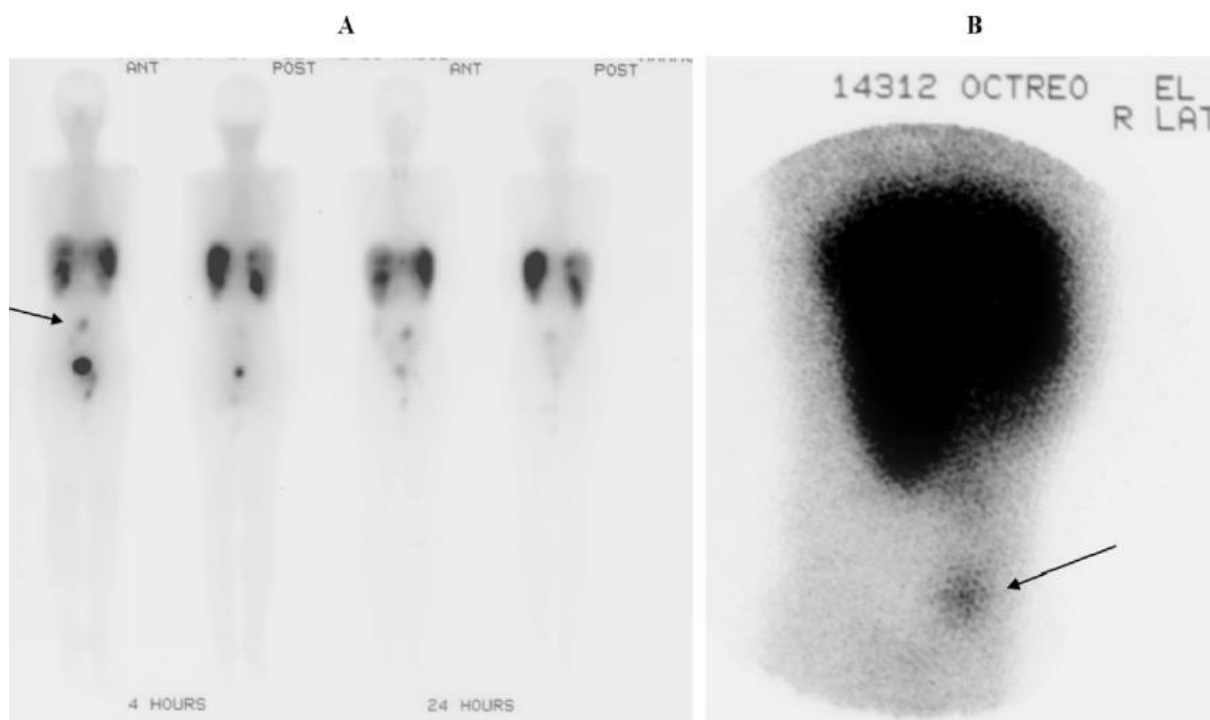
Un patient de 31 ans présentant un syndrome carcinoïde avec des lésions hépatiques visibles au scanner. Recherche de la tumeur primaire par scintigraphie à l'¹¹¹In-octréotide révélant une prise de traceur focale le long de l'abdomen, représentant très probablement la tumeur primaire de l'intestin grêle.
